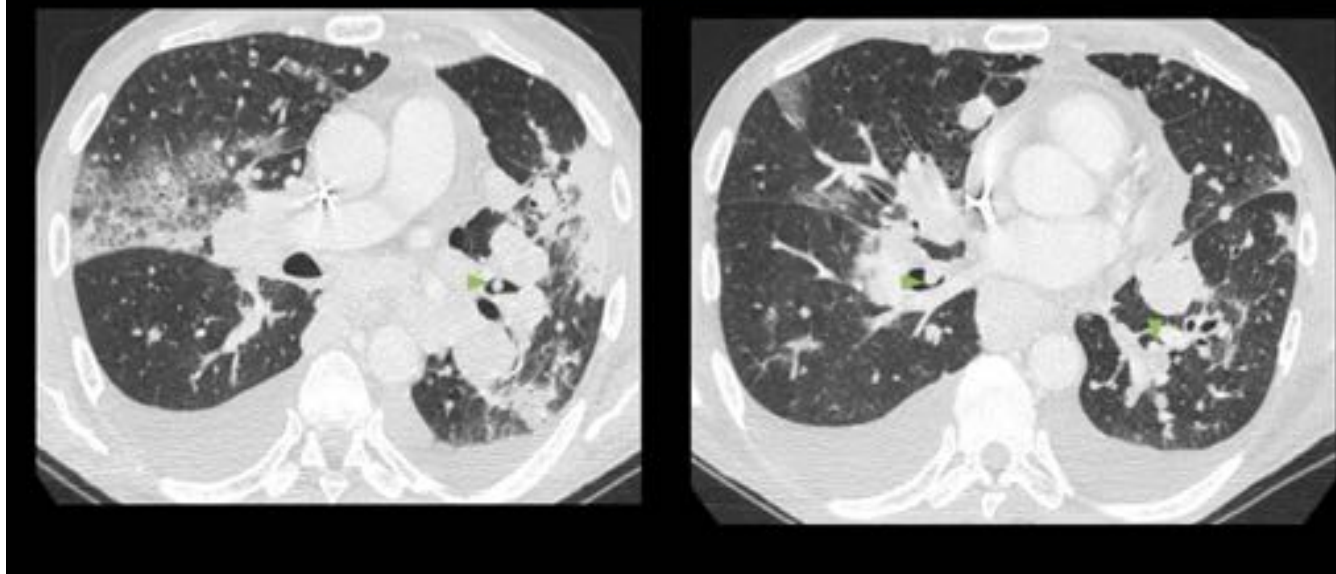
Metástasis Endobronquial. Varón de 54 años con metástasis de carcinoma de células Hürthle de glándula tiroides. Corte axial de TC. Múltiples nódulos dependientes de paredes bronquiales (flechas verdes). También se observan nódulos pulmonares de bordes irregulares y áreas parcheadas de vidrio deslustrado. Derrame pleural bilateral.
